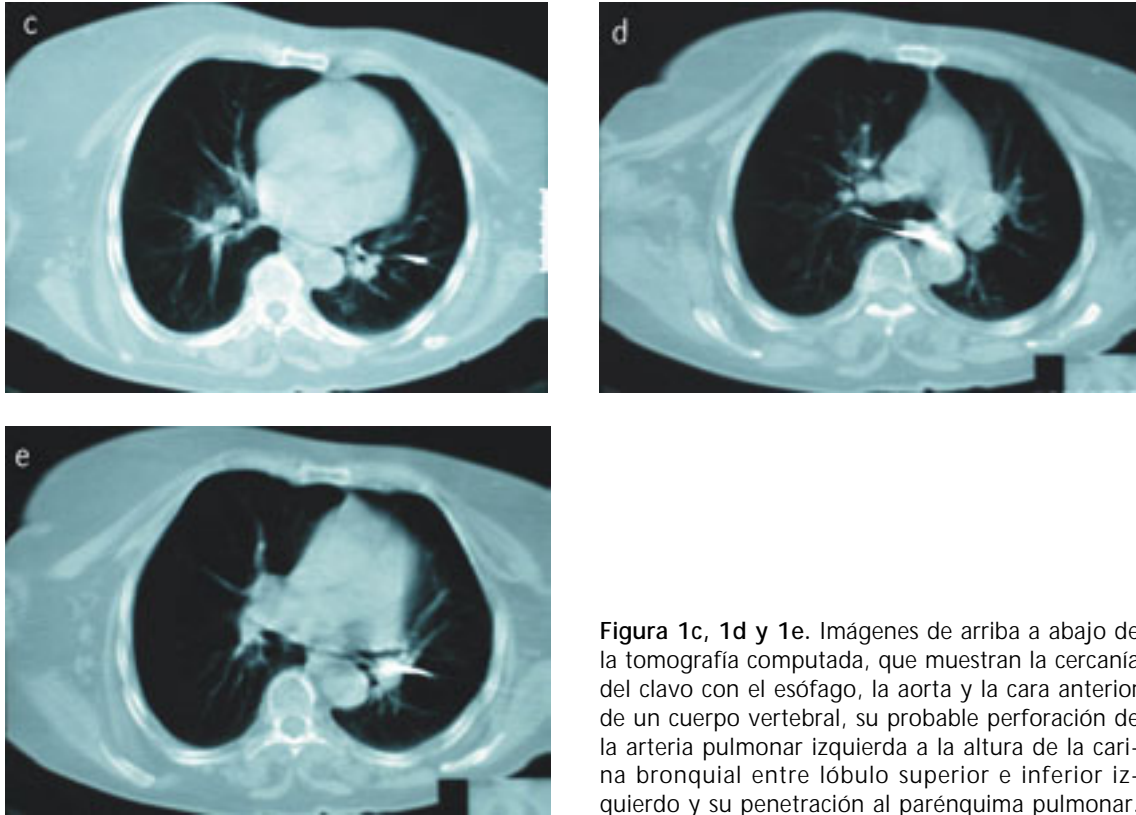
Imágenes de arriba a abajo de la tomografía computada, que muestran la cercanía del clavo con el esófago, la aorta y la cara anterior de un cuerpo vertebral, su probable perforación de la arteria pulmonar izquierda a la altura de la carina bronquial entre lóbulo superior e inferior izquierdo y su penetración al parénquima pulmonar.
